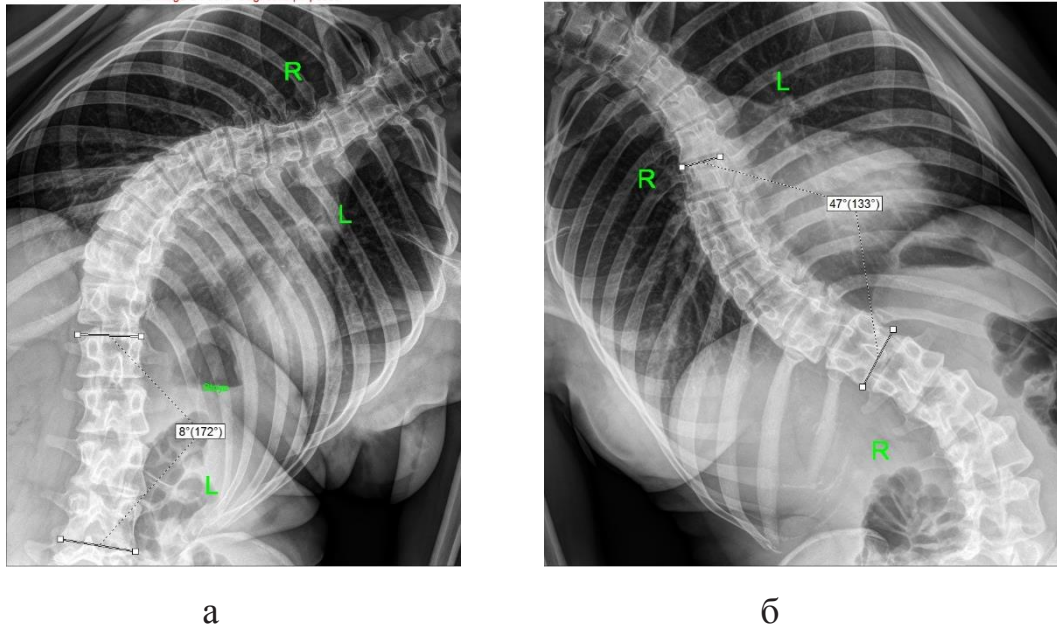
Функциональные рентгенограммы. Оценка структуральности дуг:
